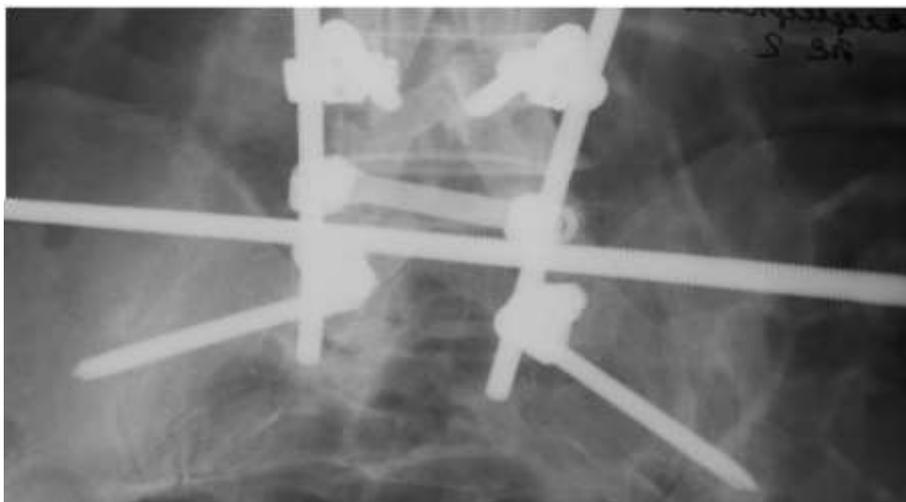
Переднезадний рентгеновский снимок после удаления опухоли крестца, люмбо-сакральной фиксации с вовлечением L4 позвонка, подвздошных костей.
